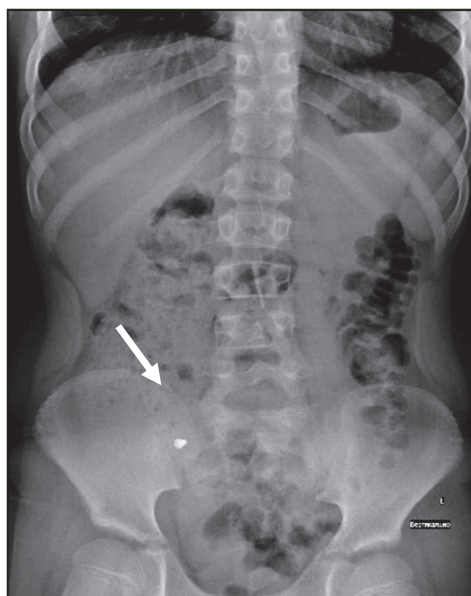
Обзорная рентгенограмма брюшной полости от 28.02.2020 г. Стрелкой отмечено инородное тело, миграция отсутствует
